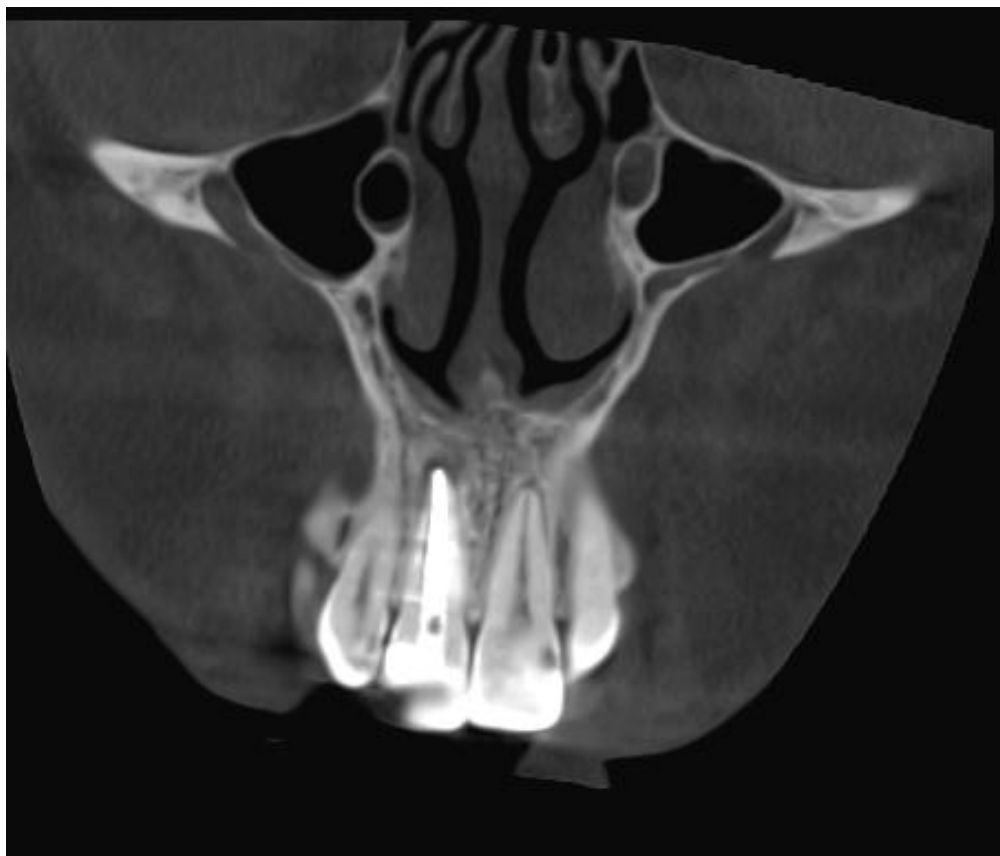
Дані комп'ютерної томографії 21 зуба через 6 місяців після лікування. Вертикальний зріз. Зменшення зони просвітлення кісткової тканини в ділянці верхівки кореня.
